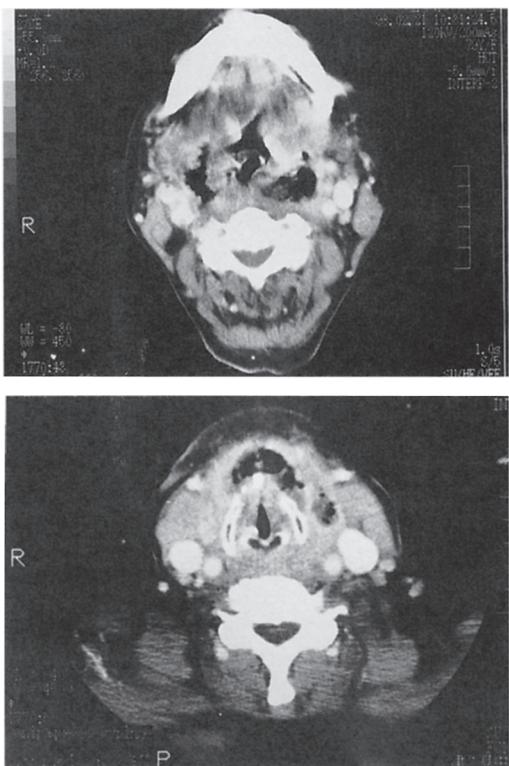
79歳女性の顎下・舌下間隙膿瘍：造影 CT にて左顎下間隙の膿瘍と両側の顎下間隙より前頸隙に至るガス像を認める。
